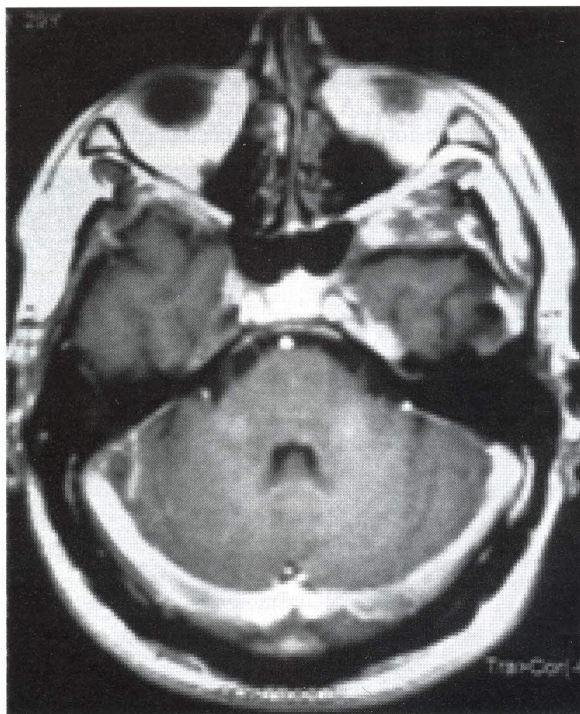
Imagen por estudio de resonancia magnética corte axial con administración de sustancia de contraste que no muestra captación.
